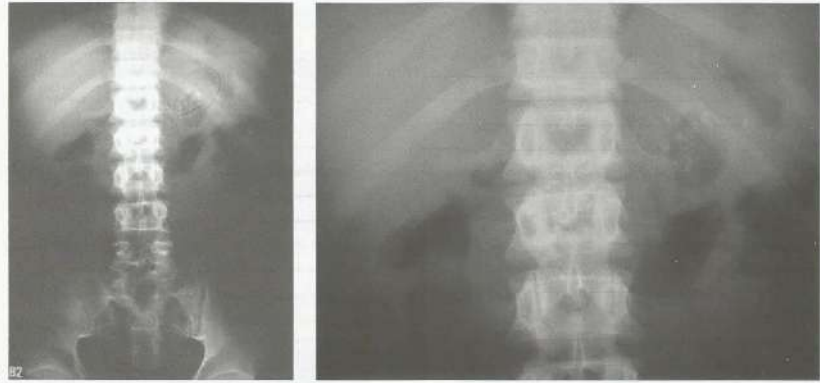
Pancreatite crônica. A, Radiografia panorâmica do abdome com várias calcificações no andar superior, ao longo da topografia do pâncreas; B, radiografia localizada da loja pancreática com maior destaque das calcificações vistas em A.
